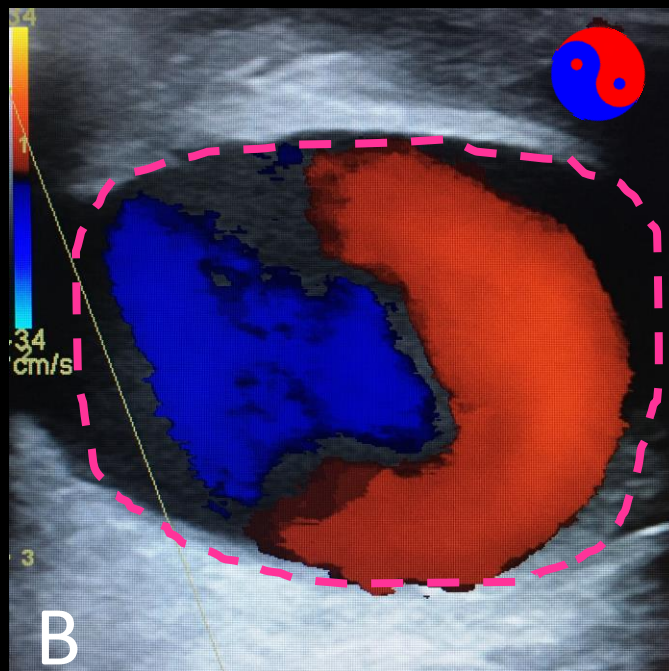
Sinal clássico do Yin-Yang (único) ao estudo de Ultrassonografia Doppler. Cortesia de caso do Dr. Ian Bickle (Radiopaedia.org, rID: 60249)
